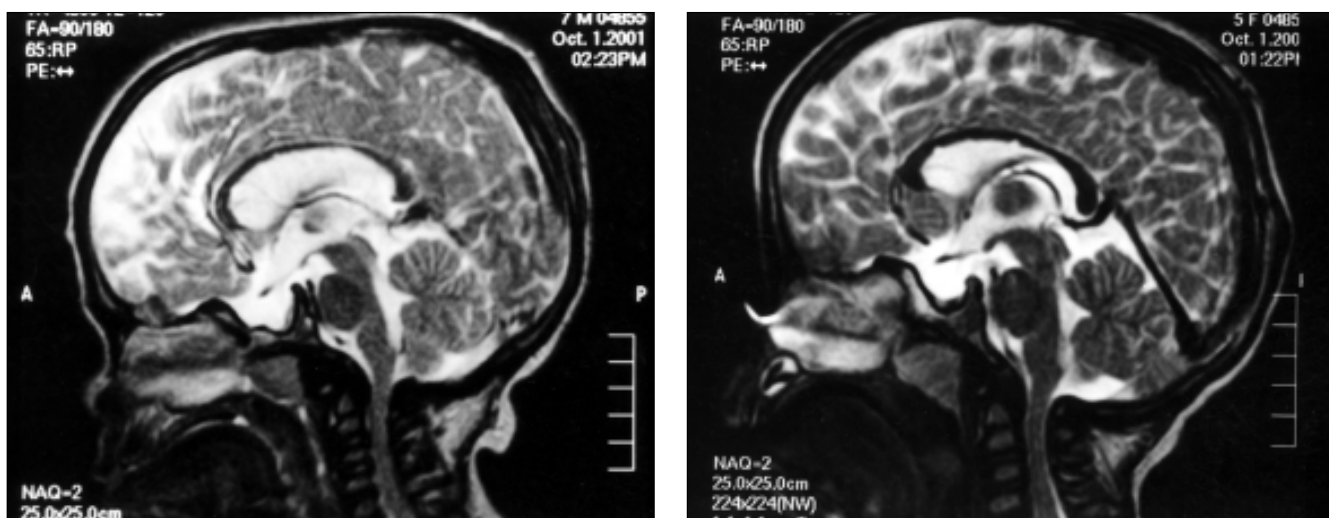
Ressonância magnética. Estreitamento do canal medular na transição craniocervical.
